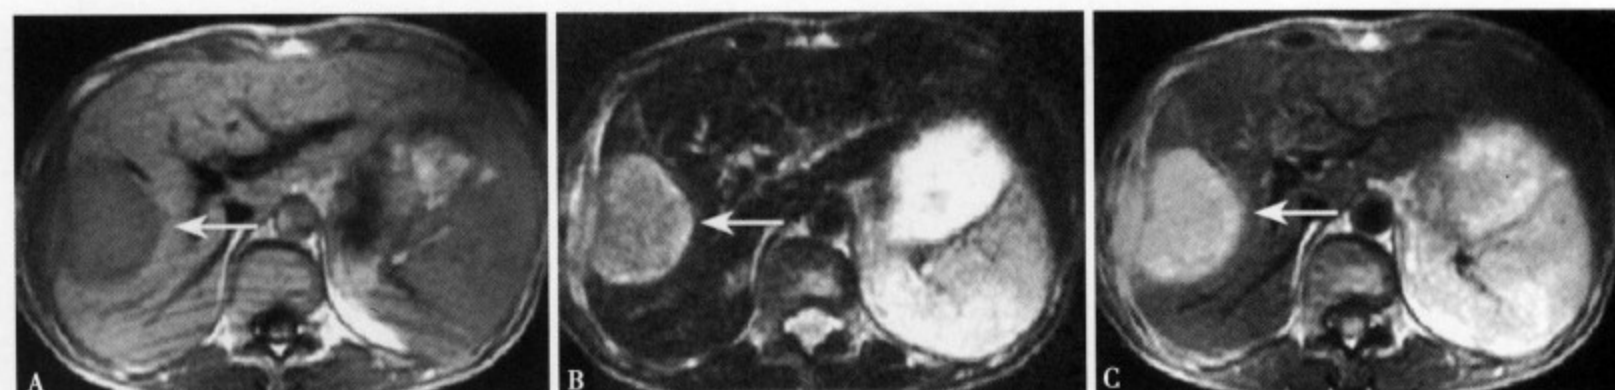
MRI T₁WI (A) 病变呈低信号，部分边缘不清楚，外侧缘与胸壁结构不能分辨；T₂WI (B) 病变呈高信号，边缘清楚，内部信号不太均匀，外侧以宽基底与高信号增厚的肝包膜及胸壁软组织不相连；质子成像 (C) 病变呈明显的高信号
